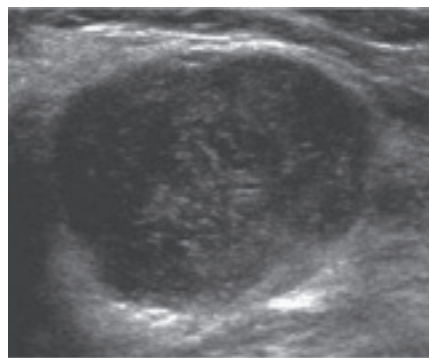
Ecografía Tumor Phyllodes
